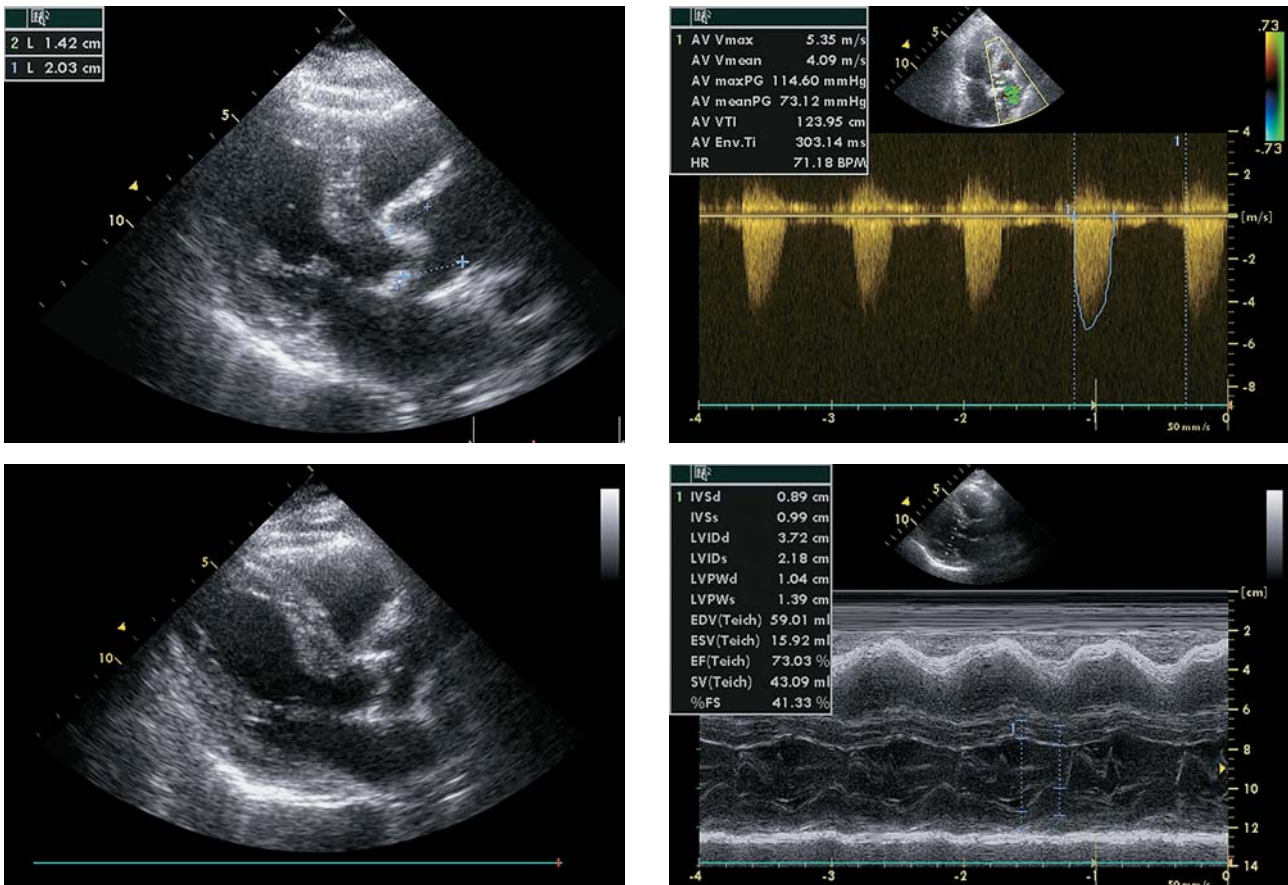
Данные эхокардиографического исследования пациентки В.
